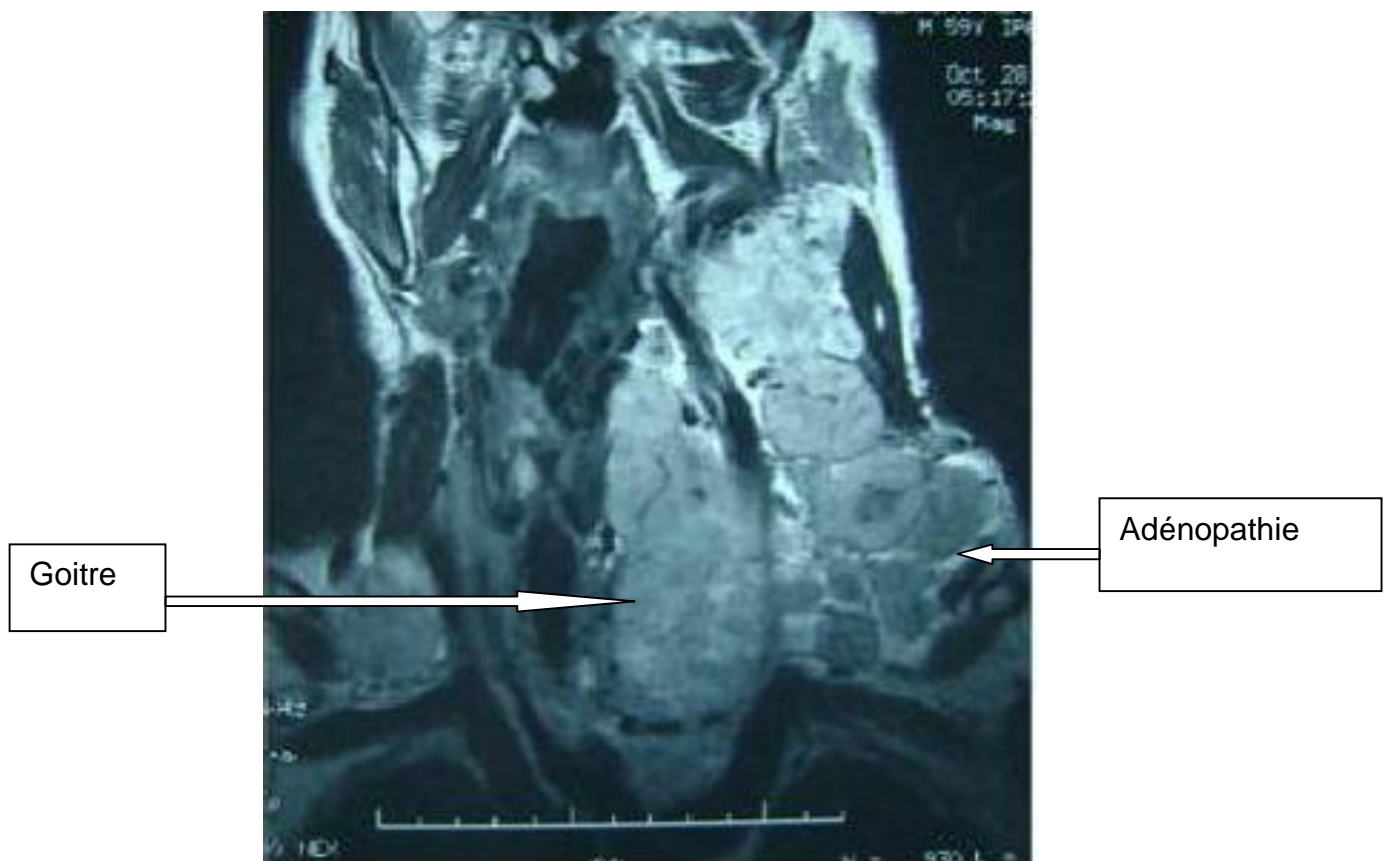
IRM, coupe coronale montrant un goitre plongeant avec multiples adénopathies cervicales.(28)
